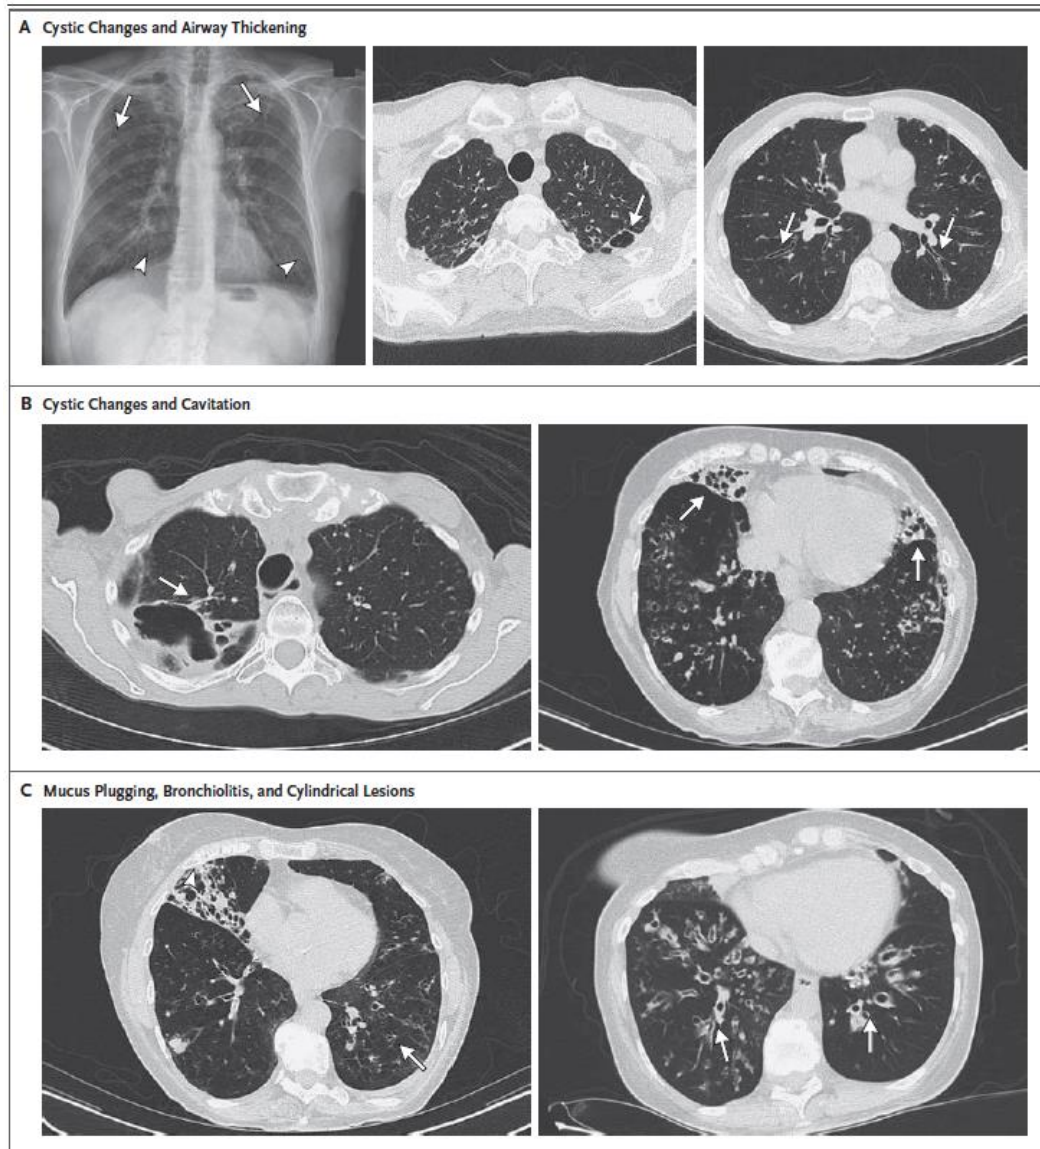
Imagen A: A la izquierda una radiografía simples (Rx) de tórax de un paciente con BQ cambios quísticos en los lóbulos superiores (flechas) y opacidades en forma de "raíl de tranvía" en los lóbulos inferiores (puntas de flecha); En el centro y a la derecha, las imágenes de TCAR obtenidas del mismo paciente muestran evidencia de BQ no detectables en la Rx simple, incluyendo un área quística en el lóbulo superior izquierdo (en el centro, flecha) y engrosamiento de la vía aérea en ambos lóbulos inferiores (a la derecha, flechas). Imagen B: lesión cavitaria y cambios quísticos (a la izquierda, flecha) y BQ en el lóbulo medio y la língula (a la derecha, flechas). Imagen C: la izquierda muestra tapones de moco en el lóbulo medio derecho (punta de flecha) y nodularidad de "árbol en brote" en el lóbulo inferior izquierdo (flecha); a la derecha se evidencian BQ cilíndricas (flechas) (57).
